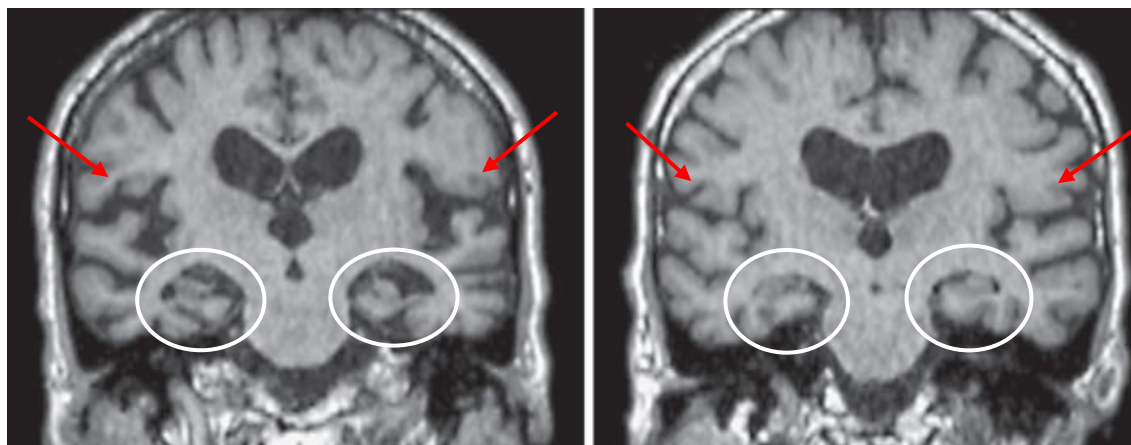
Immagine MRI di confronto fra paziente con AD (a sinistra) e paziente con LBD (a destra). Le alterazioni morfologiche a carico della regione medio-temporale (freccia rossa) e dell'ippocampo (cerchio in bianco) non coincidono nei due soggetti, a testimonianza della differenza che intercorre fra le due patologie a livello neurodegenerativo. Immagine riadattata da Watson et al. (2009).
